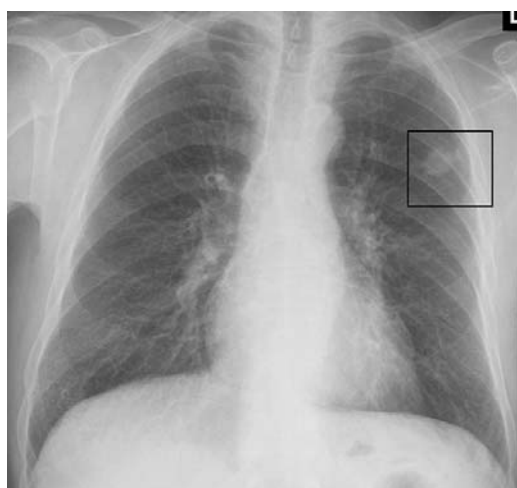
Radiografía de tórax: nódulo pulmonar en LSI.
